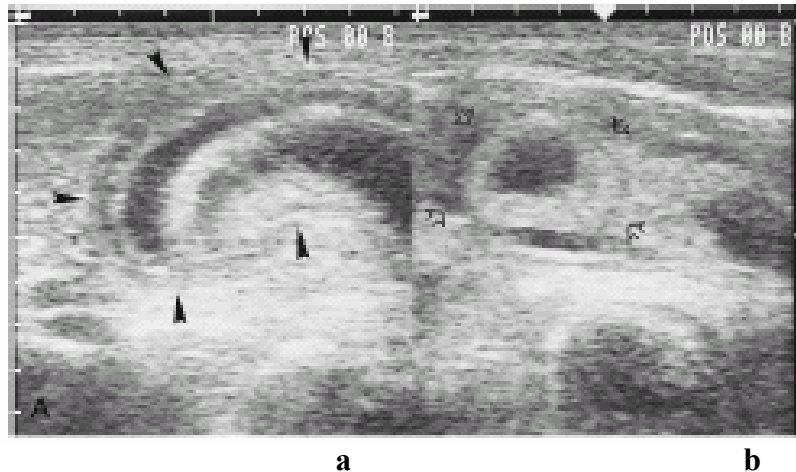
USG de abdome, com os sinais de “pseudo-rim” (a) e “duplo alvo” (b).
